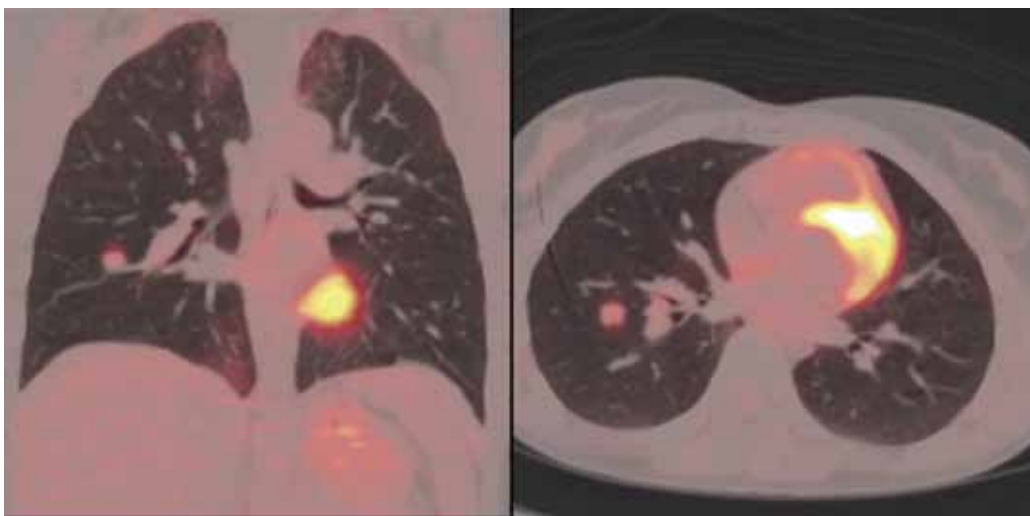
Пациентка Л., 31г. Диагноз: лимфома Ходжкина, с поражением лимфоузлов шеи и средостения. ПЭТ/КТ: в нижней доле правого легкого визуализируется метаболически активное очаговое образование с четким неровным контуром размером 1,1см, SUVmax=2,98.
